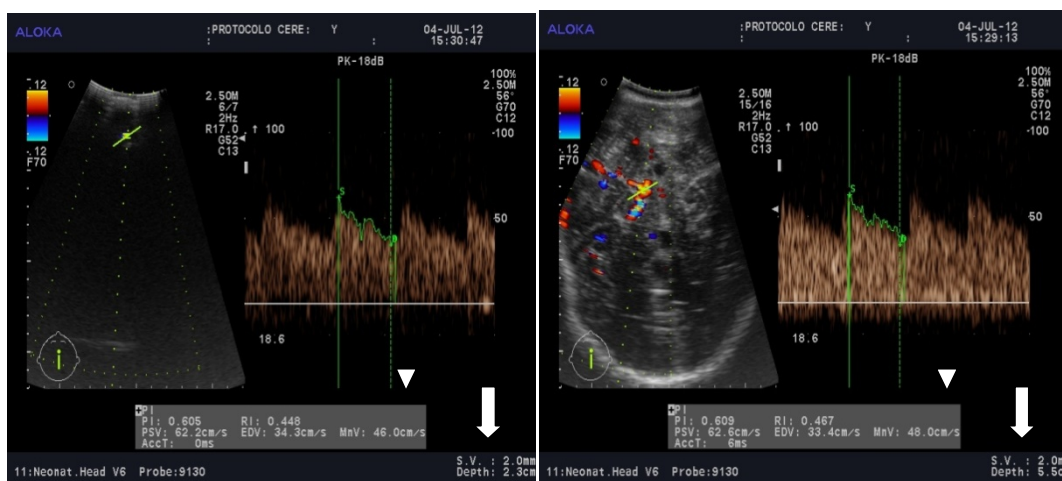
Imagen de ecografía Doppler color a través de craniectomía posterior en paciente de 7 años.
